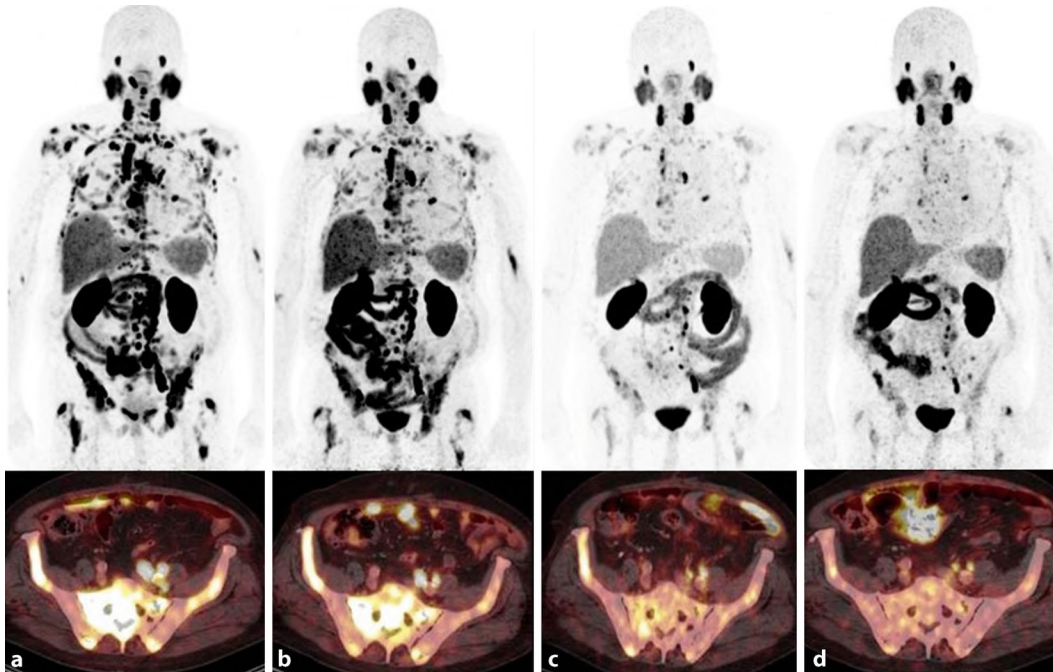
▲ 76-jähriger Patient mit ossär und lymphogen metastasiertem CRPC (Erstdiagnose 1998), der mit 4 Zyklen ^{177}Lu -PSMA-I&T behandelt wurde und laborchemisch sowie bildmorphologisch ein sehr gutes Therapieansprechen zeigte. Die PSMA-gerichtete Radionuklidtherapie erfolgte nach vorangehenden Therapien mit Docetaxel-Chemotherapie, erweiterter Hormontherapie mit Abiraterone, Radionuklidtherapie mit Radium-223-Dichlorid, Cabazitaxel-Chemotherapie und erweiterter Hormontherapie mit Enzalutamid: a Ausgangsbefund im ^{68}Ga -PSMA-PET/CT vor dem ersten Therapiezyklus mit ^{177}Lu -PSMA-I&T. b–d Gutes Ansprechen im ^{68}Ga -PSMA-PET/CT nach dem 1., 2. bzw. 4. Therapiezyklus mit einer deutlichen Abnahme der Tumorausdehnung. Biochemisch zeigte sich ein PSA-Wertabfall von 228 ng/ml bei Therapiebeginn auf 45 ng/ml nach dem 4. Therapiezyklus
